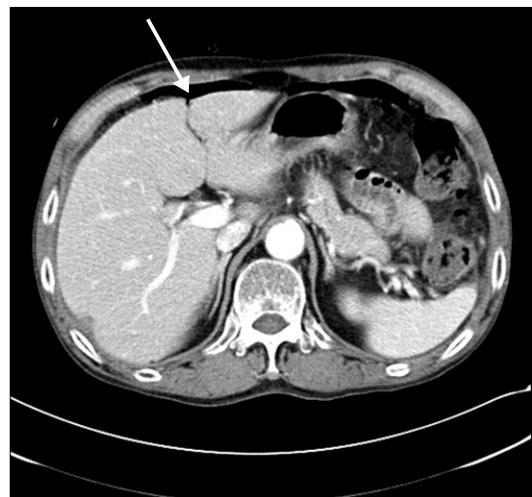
Abdominal computed tomography image shows intra-abdominal free-air (arrow) indicating bowel perforation.
